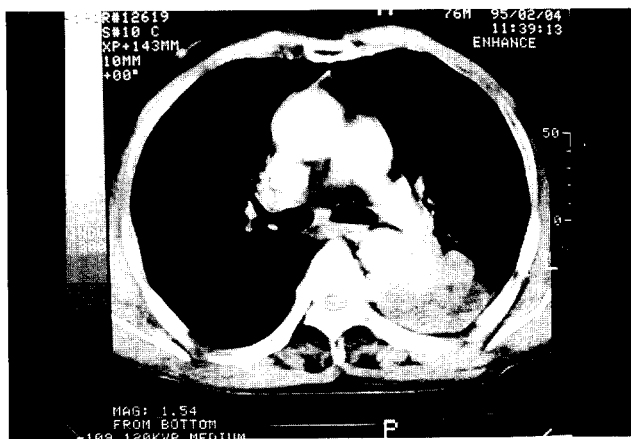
Chest CT scan at carinar level shows homogeneous lobar contoured pulmonary mass in superior segment of left lower lobe, which adjacent descending thoracic aorta. Suspiciously, left main stem bronchus is occluded.
